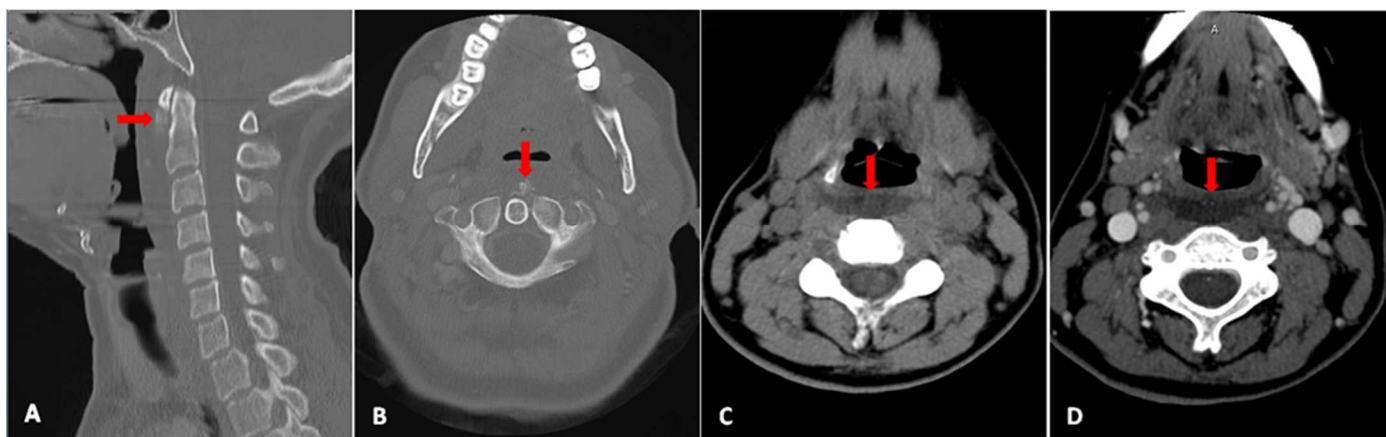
TC cervical realizada no serviço de urgência. As imagens revelam uma calcificação paramediana esquerda anterior e inferiormente ao arco anterior de C1 (A e B). Observa-se também hipodensidade de morfologia irregular no espaço pré-vertebral desde o plano de C1 até C5 (C), sem realce após contraste (D).
